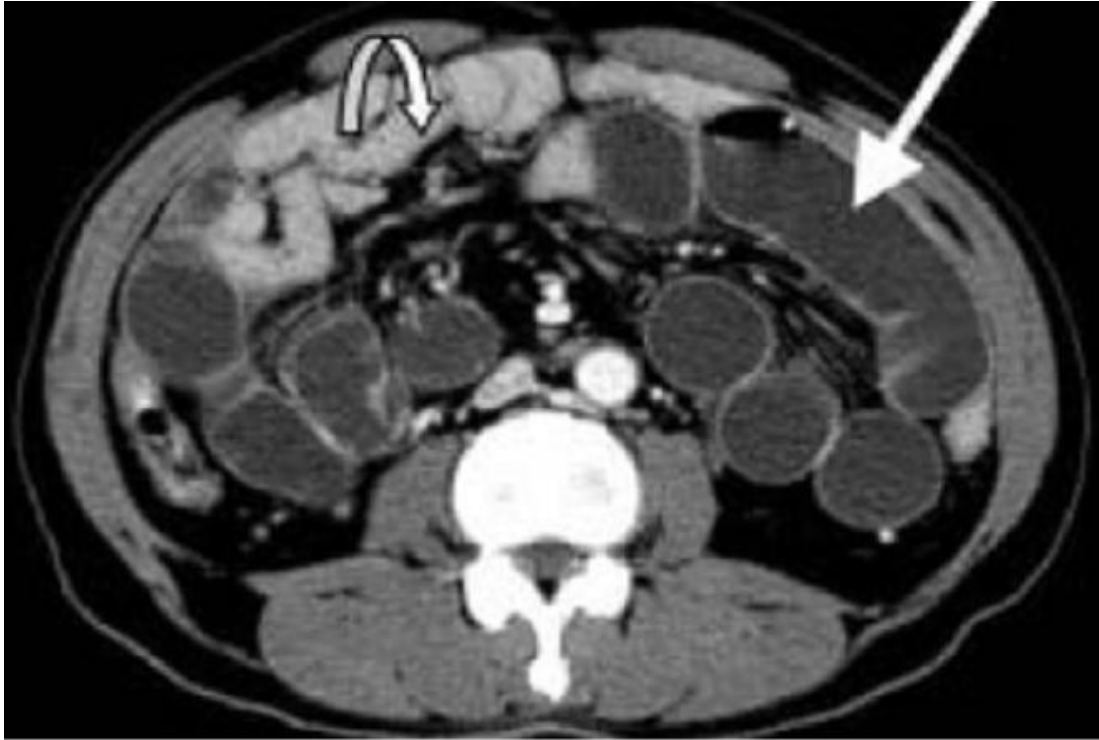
TDM abdominale : présence d'anses grêles plates et distendues
